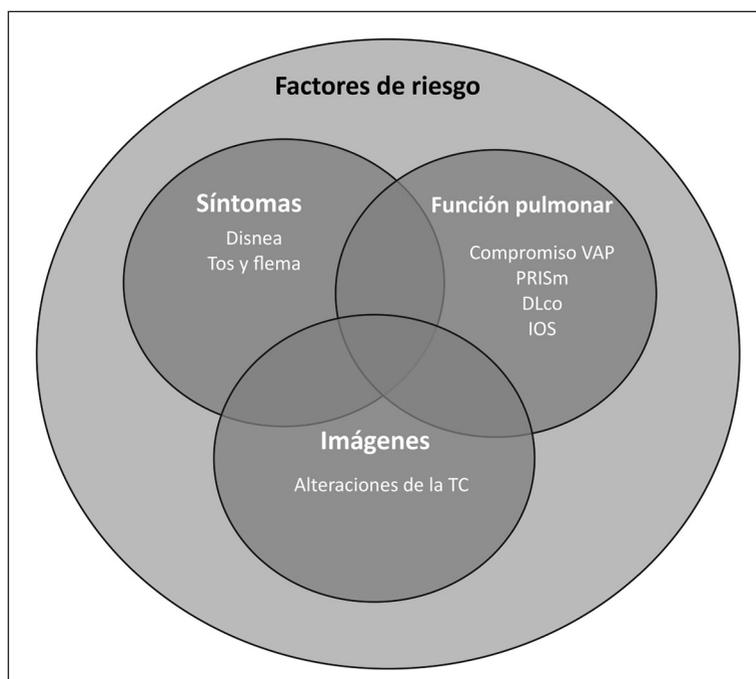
Concepto de Pre-EPOC: Considera a sujetos expuestos a factores de riesgo con espirometría no obstructiva que presentan: a) síntomas respiratorios; b) alteraciones en la función pulmonar y/o c) alteración en las imágenes pulmonares. (Modificada de referencia 43). Abreviaturas: VAP: Vía aérea pequeña; PRISm: Espirometría con disminución del VEF₁ y preservación de la relación VEF₁/CVF; DLCO : Capacidad de difusión medida con monóxido de carbono; IOS: Oscilometría de impulso; TC: Tomografía computada de tórax.
